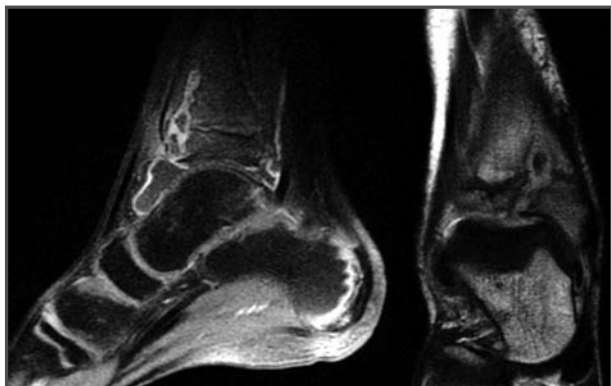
RM contrastada con gadolinio y sin él.
